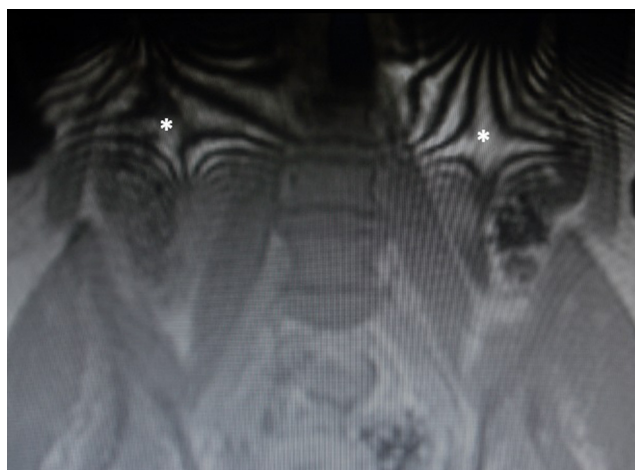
RM de pelvis, corte coronal, en ponderación T1: en los bordes de la imagen, se distinguen ondas o bandas hiper e hipointensas superpuestas. Corresponde al artefacto en "cebra" (asteriscos).
